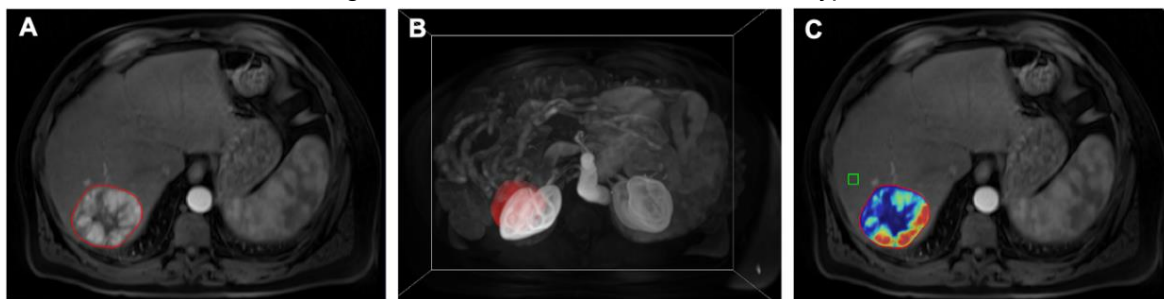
Quantifizierung des ETV. A) Semiautomatische Tumorsegmentierung auf KM-gestützten T1-gewichteten MRT-Aufnahmen. B) Software-basierte Erstellung einer dreidimensionalen Tumormaske. C) Subtraktion der MRT-Aufnahmen vor KM-Gabe von der KM-gestützten MRT zur Entfernung unspezifischer Hintergrundsignale (z.B. Einblutungen). Selektion eines patientenspezifischen Referenz-ROI (grünes Kästchen) innerhalb nicht-tumorösen Leberparenchyms und software-basierte Errechnung und Visualisierung des ETV innerhalb der Tumormaske mit einer Farbskala von blau (kein Enhancement) bis rot (starkes Enhancement). (Originalabbildung durch die Autorin)
